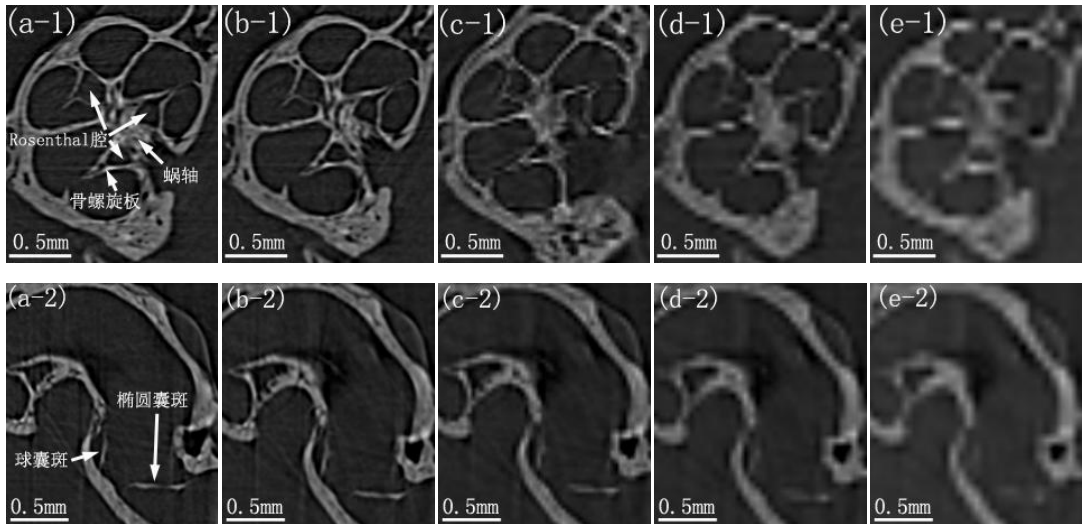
不同像素尺寸相位对比 Micro-CT 图像对内耳微小结构显示的比较。(a-1) 平行于蜗轴层面图像；(a-2) 经过前庭阶和前庭连接区的层面。(a)~(e) 像素点大小分别为 9 μm 、18 μm 、36 μm 、54 μm 和 72 μm 的 CT 图像
